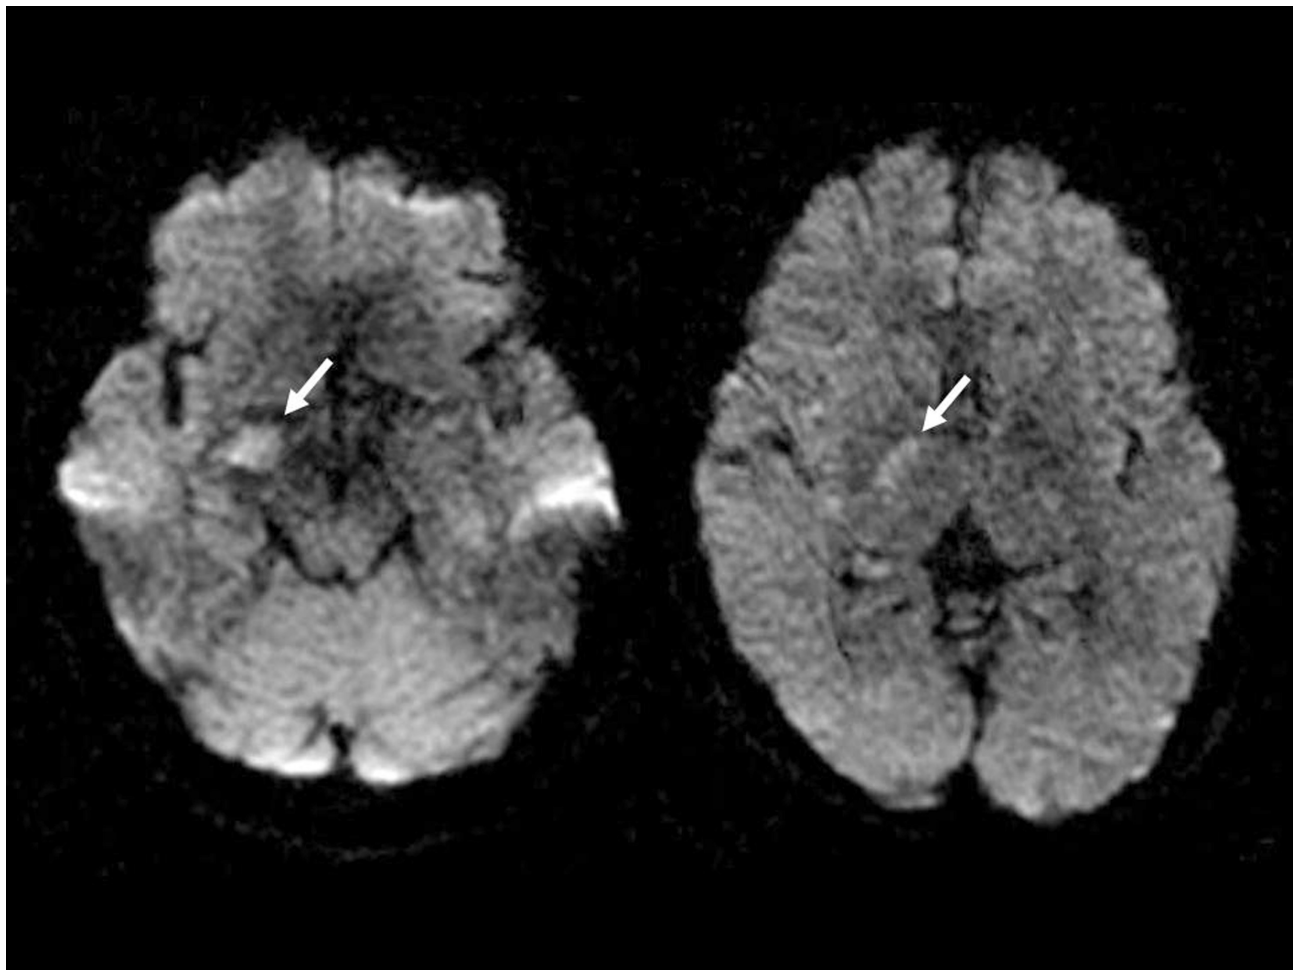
Case 1: Initial magnetic resonance imaging (MRI) diffusion-weighted image (DWI). DWI obtained 2 hours after the onset of symptoms showing an area of faint hyperintensity in the territory of the right anterior choroidal artery (arrows).
